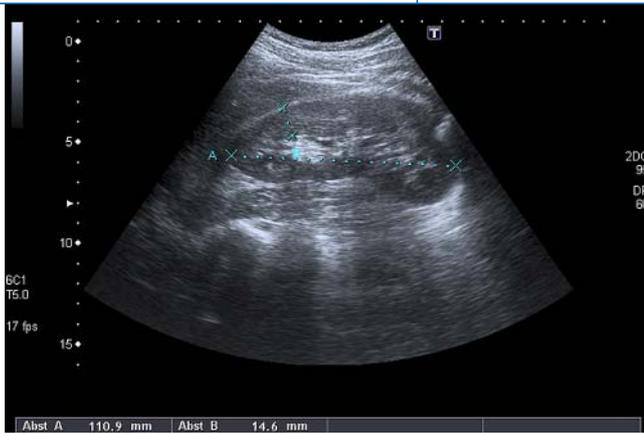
▲ Übersichts-Sonographie der rechten Niere
